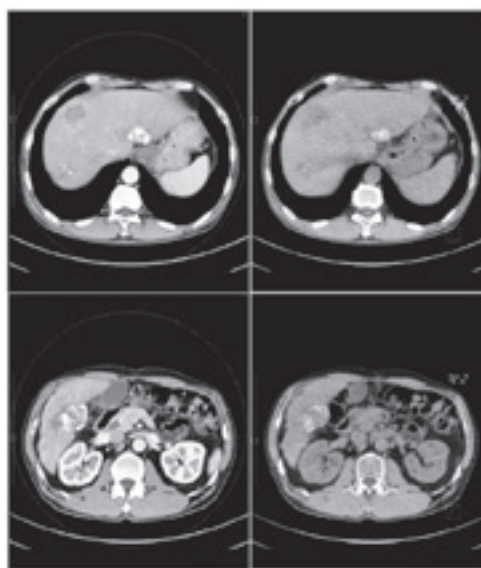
肝内石灰化 (左：original 右：VNC画像) 造影効果が消失し、高CT値体は石灰化であった。
